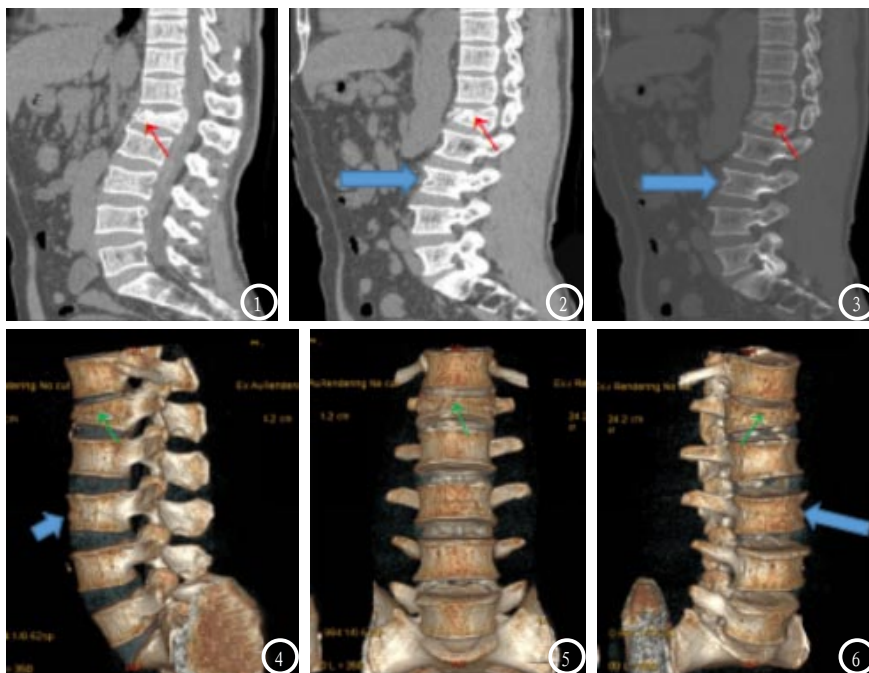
CT平扫矢状位图像显示L1椎体压缩变扁,呈楔形改变(箭头)。图2 CT平扫矢状位图像显示骨性椎管未见明显狭窄(箭头)。图3 L3椎体稍变扁,其椎体前缘稍凹陷(箭头)。图4 VR后处理图像L1椎体呈楔形改变。图5 旋转VR后处理图像显示L3椎体稍变扁。图6 多角度观察VR图像后,直观发现L3椎体前缘稍凹陷。
